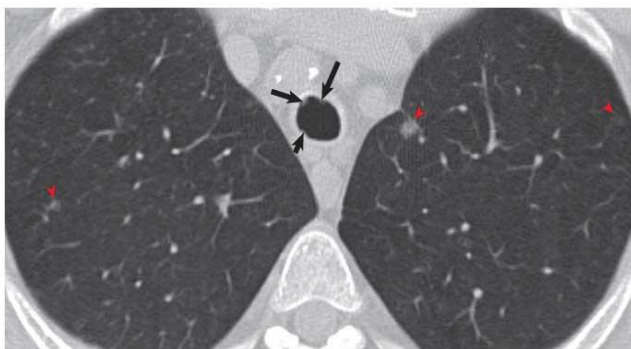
Laryngotracheal papillomatosis. Computed tomography shows multiple nodules (arrows) of varying sizes in the subglottic trachea. Also seen are multiple pulmonary nodules (arrowheads).
